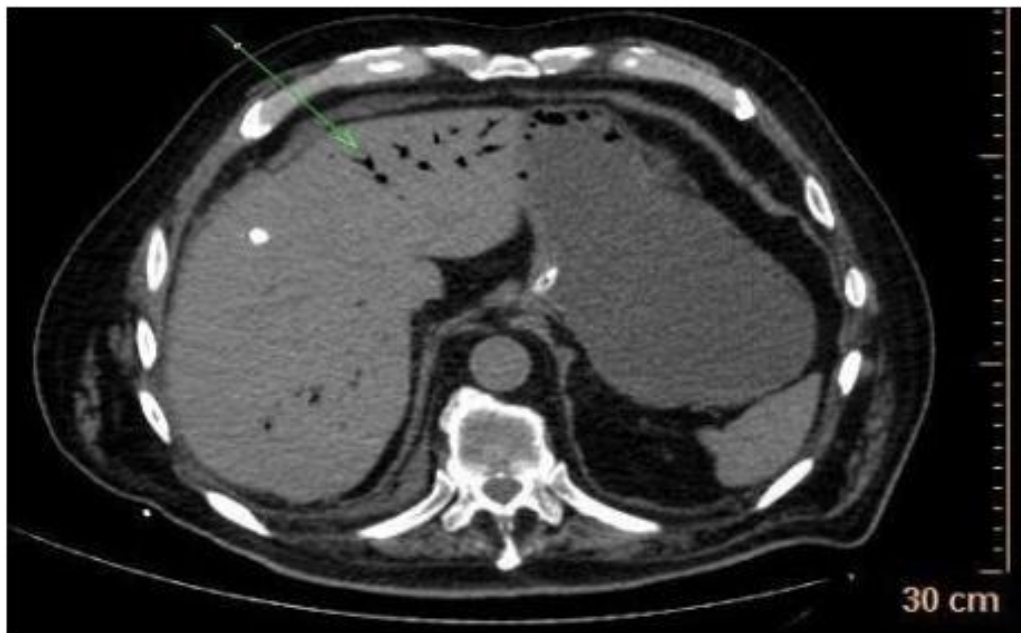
TDM abdominale coupe axiale objectivant une aéroportie
